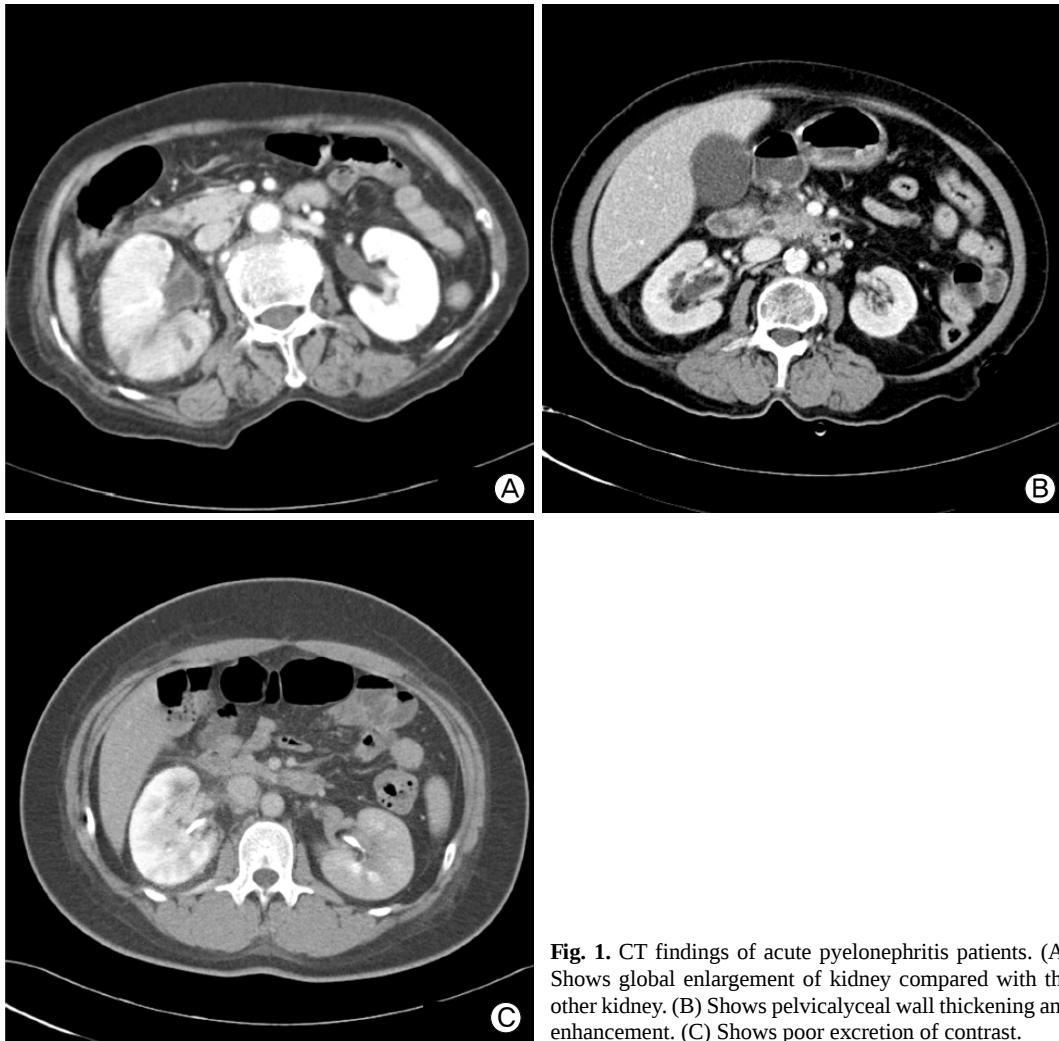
CT findings of acute pyelonephritis patients. (A) Shows global enlargement of kidney compared with the other kidney. (B) Shows pelvicalyceal wall thickening and enhancement. (C) Shows poor excretion of contrast.
